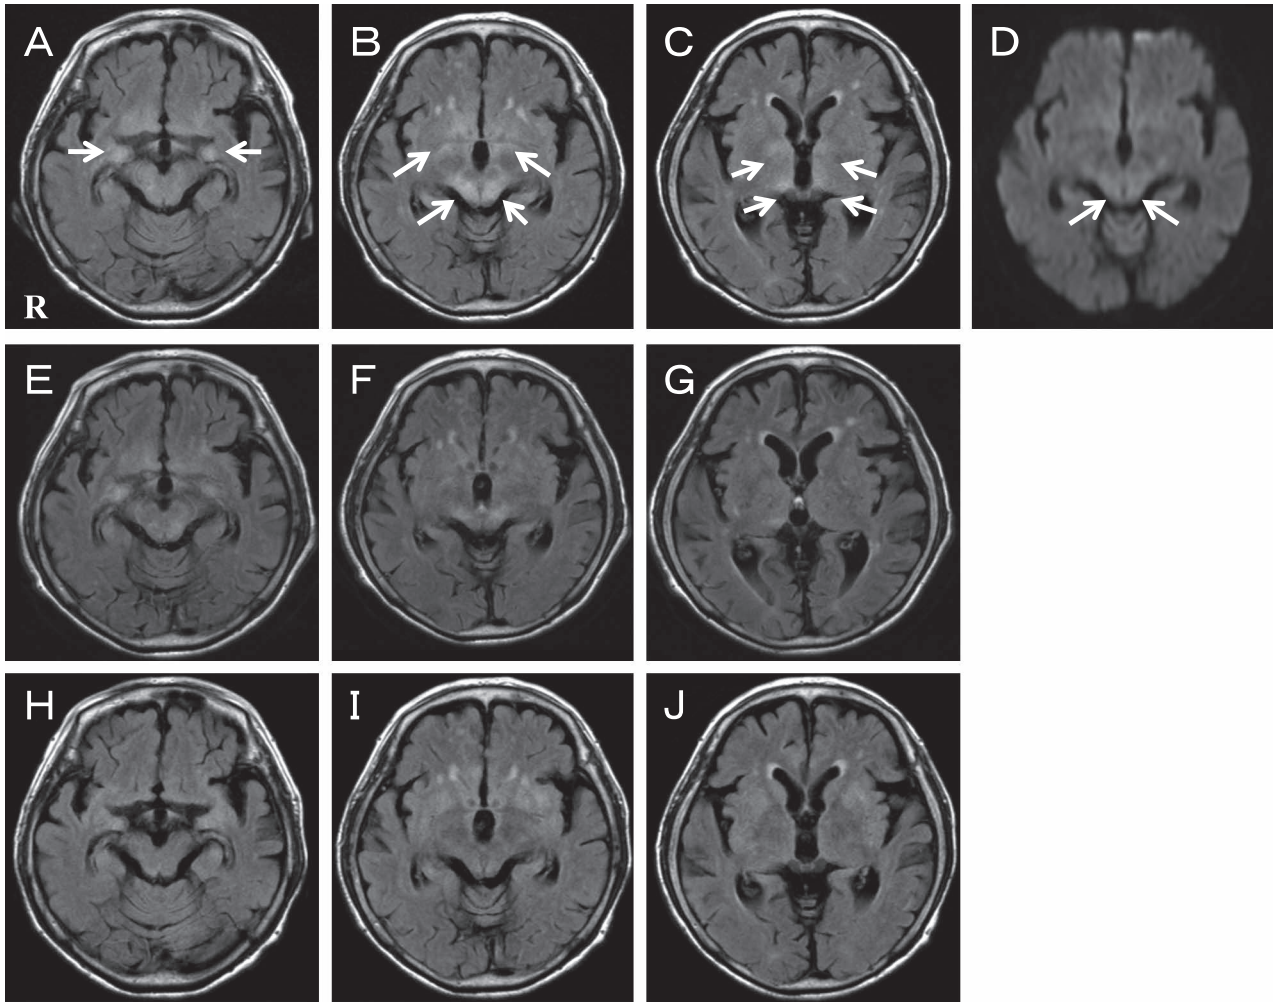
Patient magnetic resonance imaging (MRI).
